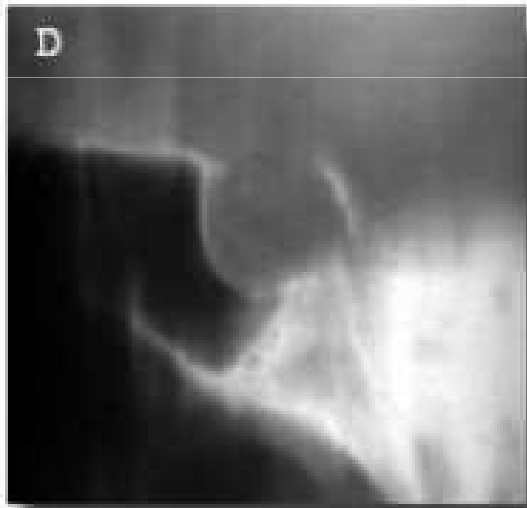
A: Rx simple lateral de cráneo: silla turca normal. B: STVP. Rx lateral de cráneo: silla agrandada y redonda. El dorso está adelgazado en su porción inferior, pero el extremo superior está bien definido. C: STVP. Tomografía medial de la silla turca: silla profunda, de paredes verticales y porción superior del dorso conservada. Imagen de doble suelo anterior, con la porción más deprimida bien marcada. D: STVP: erosión y desplazamiento, no habitual, de la porción inferior del dorso de la silla. Pero la parte superior permanece bien definida y la fosa mantiene una imagen "cerrada".
